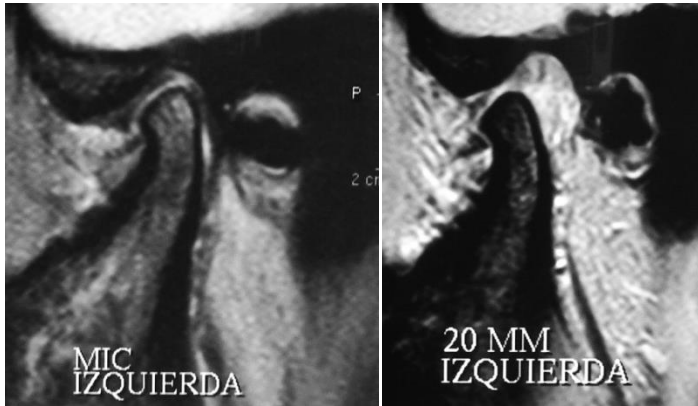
Se observa en un corte sagital de RM en T2 de ATM Izquierda la dislocación anterior del disco en oclusión y en en apertura máxima
